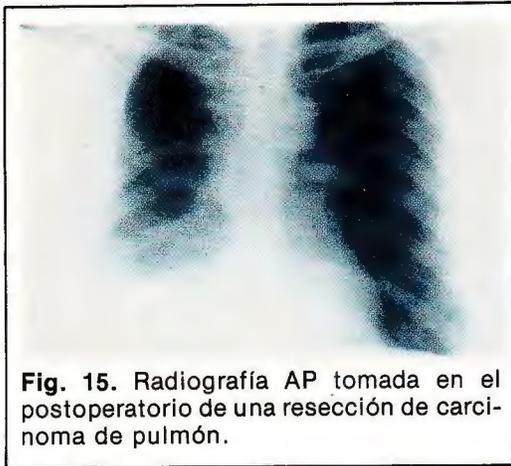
Radiografía AP tomada en el postoperatorio de una resección de carcinoma de pulmón.
